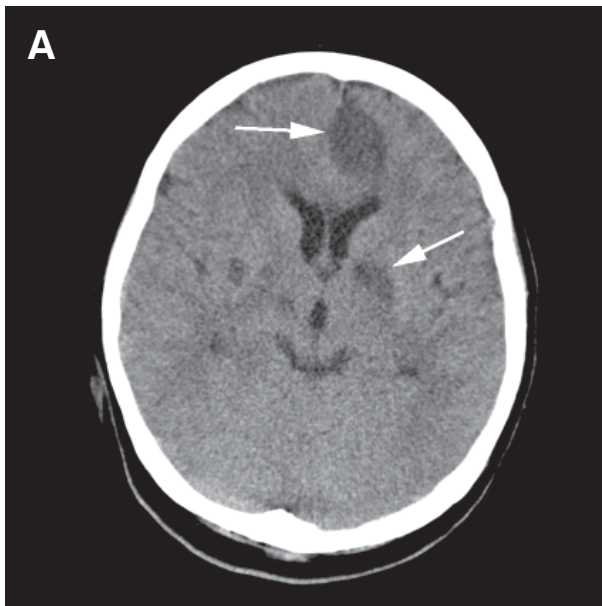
Obraz tomografii komputerowej bez użycia środka cieniującego; ewolucja udaru niedokrwienego: A.–B. Widoczne zatarcie zróżnicowania korowo-podkorowego i zaciśnięcie bruzd płata skroniowego lewego (zaznaczono strzałkami); C.–D. Po upływie 36 godzin widoczna hiperdensyjna tętnica środkowa mózgu lewa (C) i duży hipodensyjny obszar niedokrwienia w rejonie zaopatrywanym przez tę tętnicę (D); widoczny efekt masy
